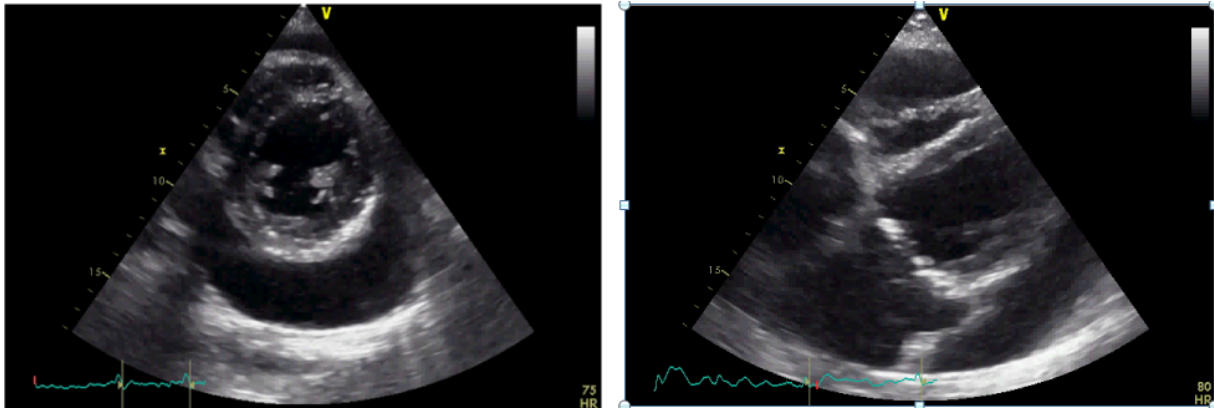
Figure D- Coupe parasternale petit axe et coupe apicale 4 cavités en échocardiographie trans-thoracique montrant un épanchement péricardique abondant.
